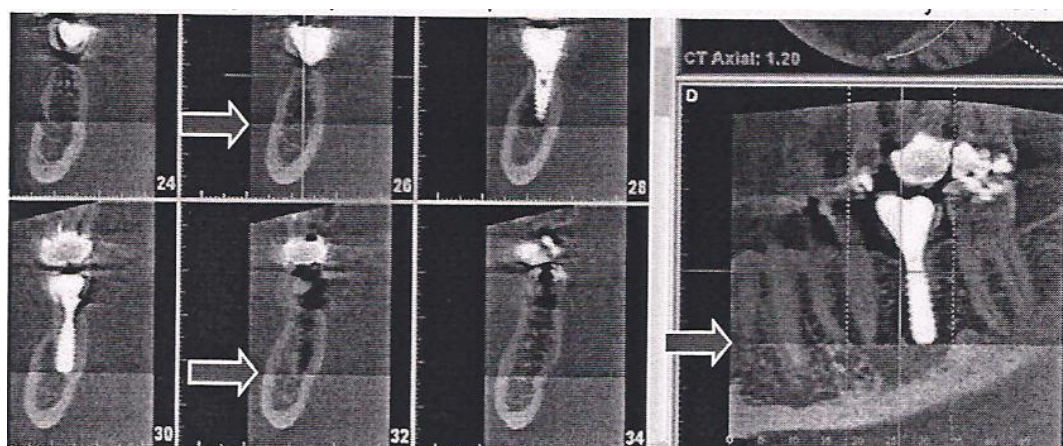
Artéfact de contraste en raison d'un cone beam mal calibré (Dr Norbert Bellaïche)
